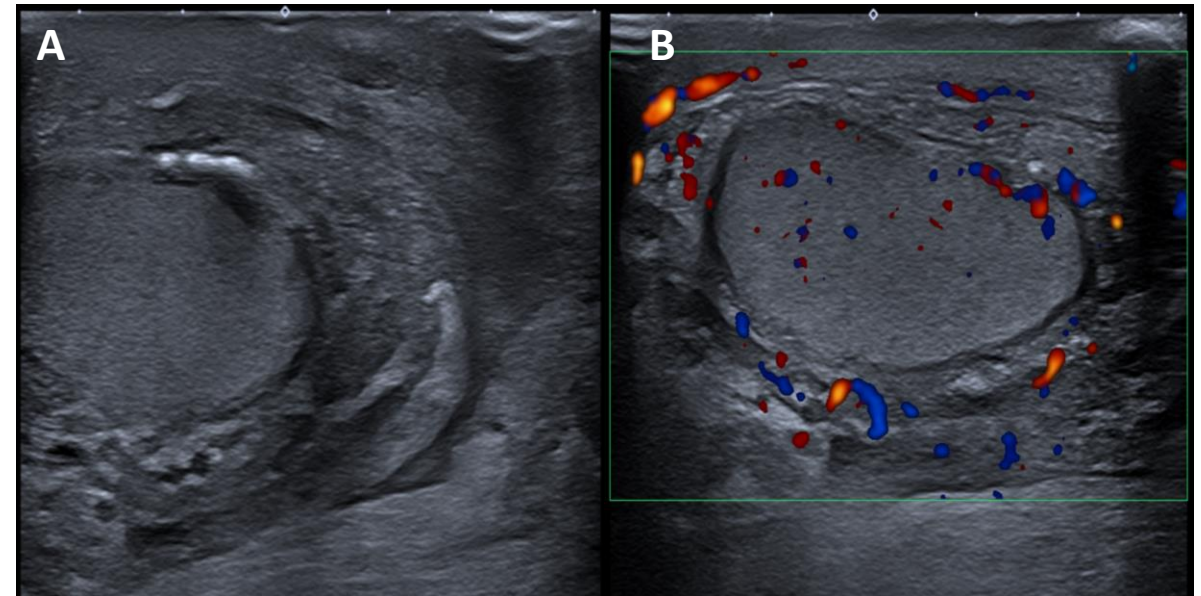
Imágenes del mismo testículo en modo B (A) y modo Doppler (B): aumento de partes blandas y capas escrotales, con aumento a su vez, de la vascularización.
